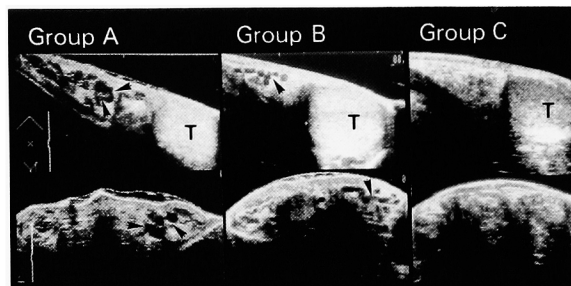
Classification of varicocele by ultrasonographic imaging. Varicoceles with venous diameters above 5.0 mm, from 5.0 mm to 2.5 mm and below 2.5 mm were defined as group A, B and C, respectively. The upper figures show the longitudinal images and the lower figures show the transversal images. T: the left testis.
